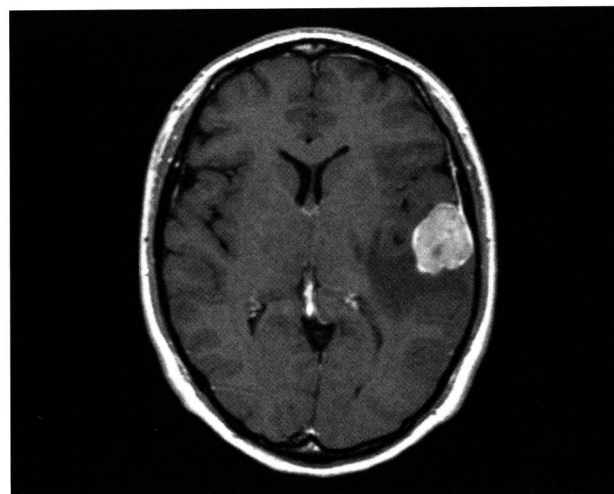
Gd-MRI (術前): 左側頭部に最大径32mmの単発性腫瘍性病変を認めた
